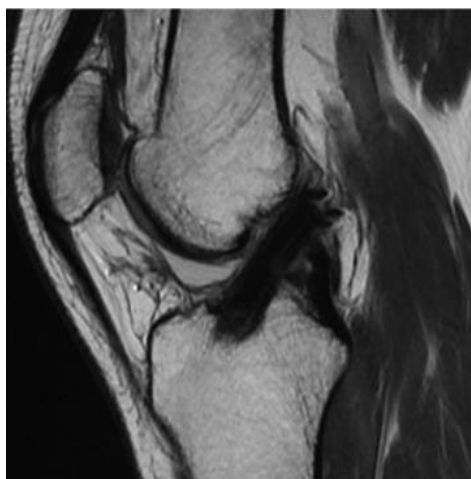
IRM en coupe sagittale : image normale du greffon de ligamentoplastie du LCA
